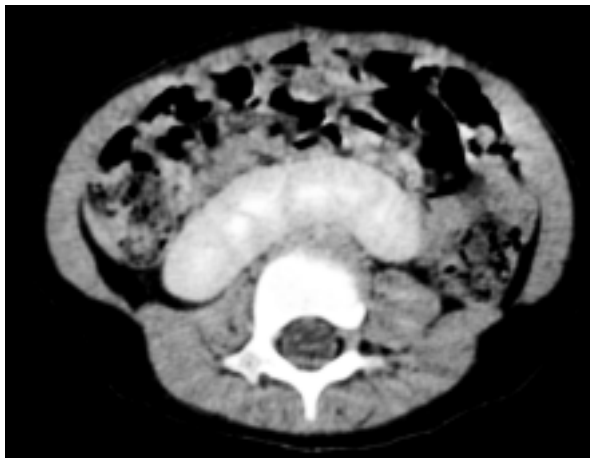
Imagen de Tomografía axial en fase contrastada, donde se observa riñón en herradura.
